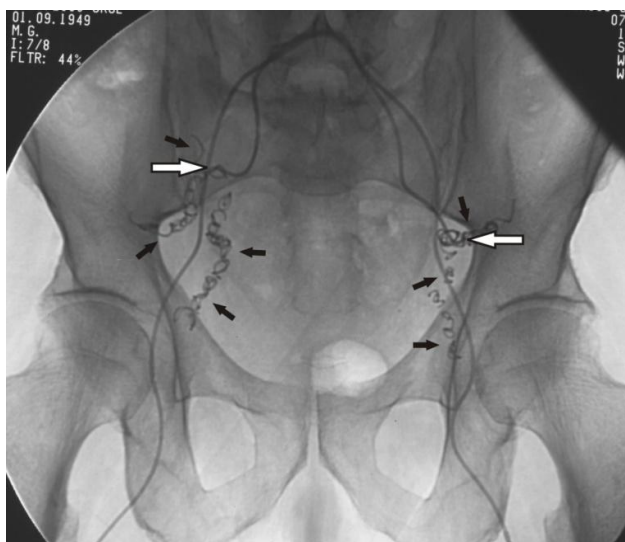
Рентгенограмма таза. Определяются металлические спирали, окклюзирующие ветви ВПА (черные стрелки). Катетеры установлены на уровне отхождения мочепузырных артерий (белые стрелки).
